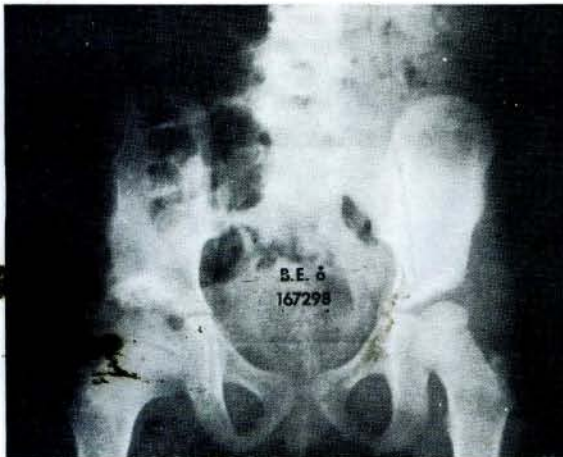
18 aylık olgunun ameliyat öncesi grafisi.
